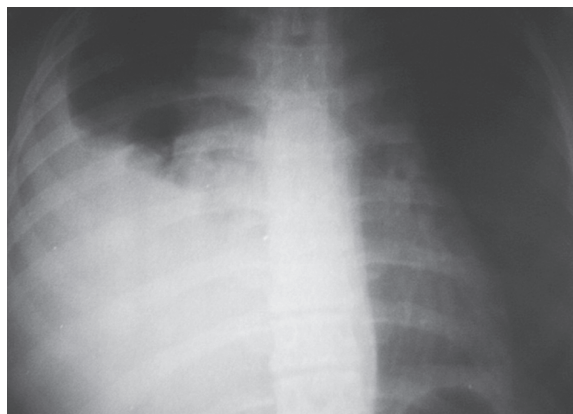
Рентгенограмма ребенка с неходжкинской Т-лимфомой и плевритом
